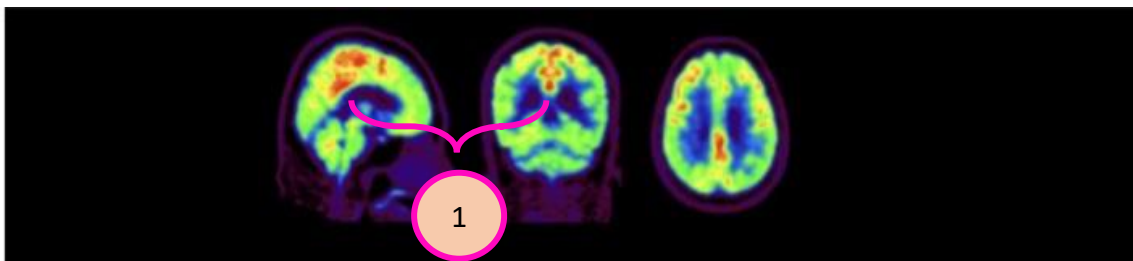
Imagen obtenida por PET utilizando  $^{18}\text{F FDG}$ . Diagnóstico de demencia con cuerpos de Lewy (Kato et al., 2016). (1)Áreas primarias de asociación occipital.
